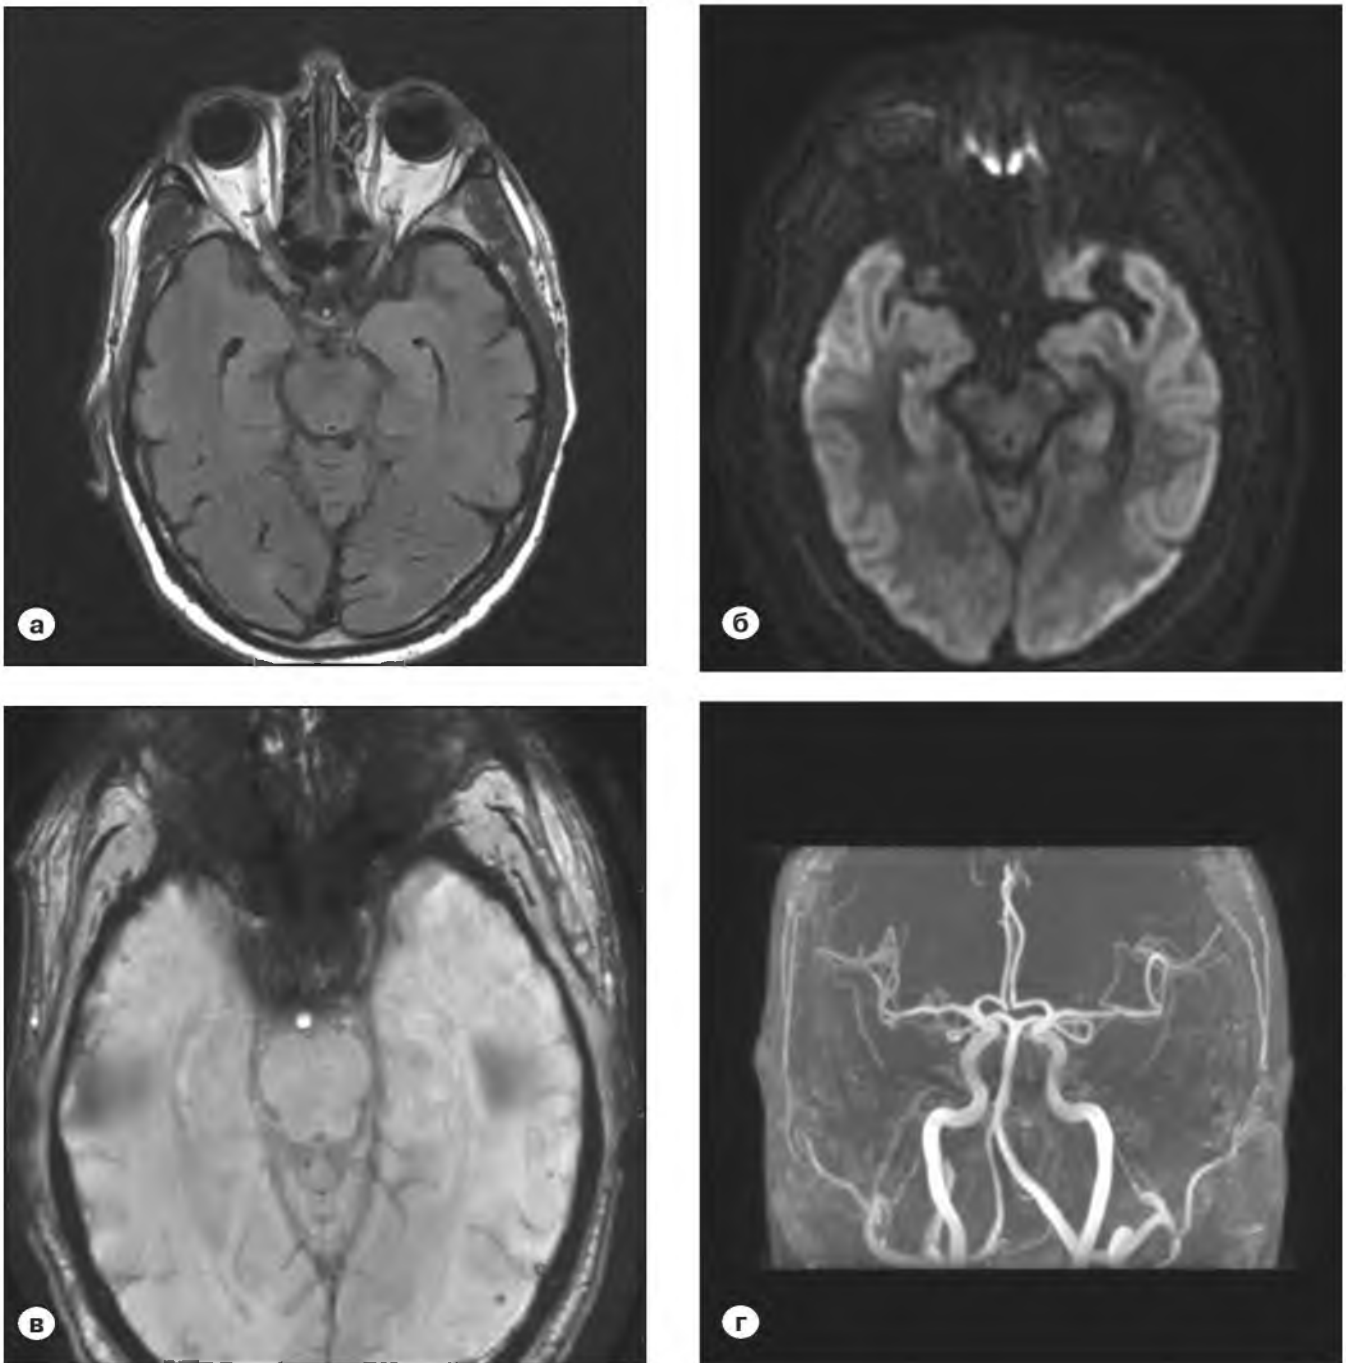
Магнитно-резонансная томография головного мозга и времяпролетная МР артериография интракраниальных сосудов через 72 часа от начала заболевания.
